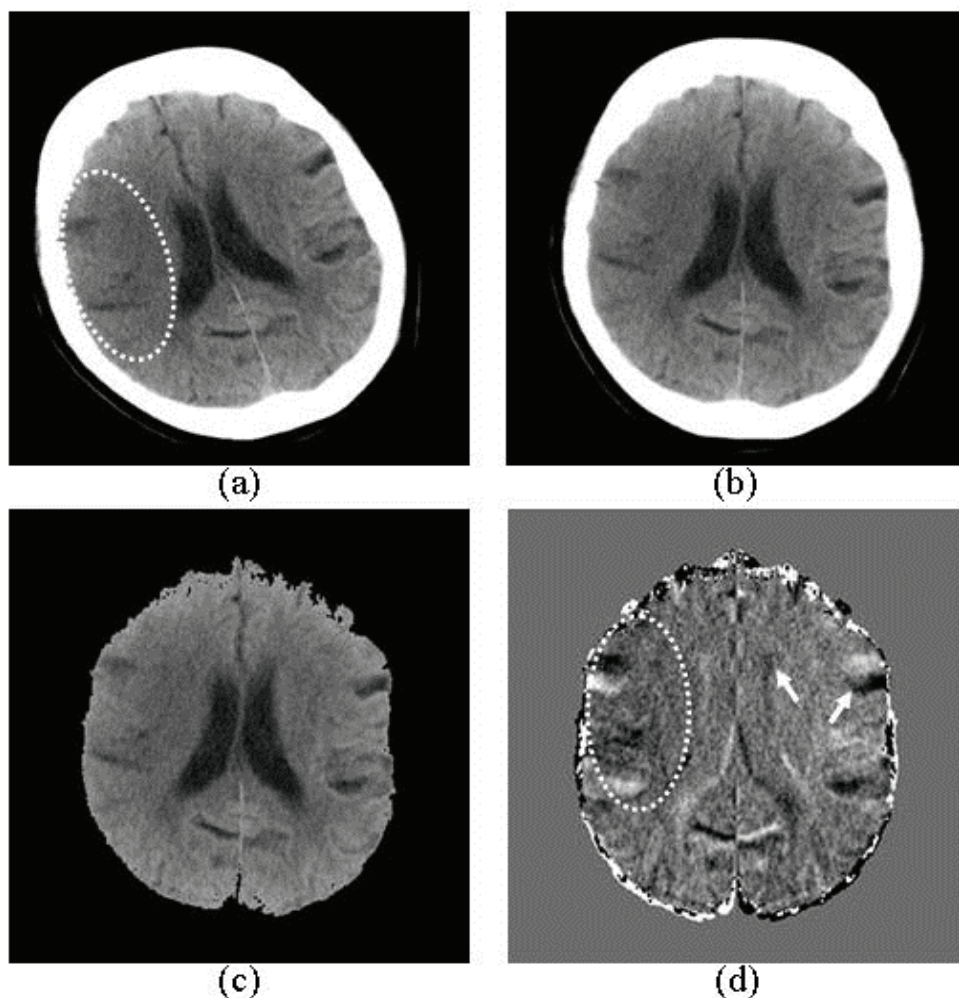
(a) オリジナル画像, (b) 移動・回転補正画像, (c) 頭蓋骨を除去した脳領域 CT 画像および (d) 対側性差分画像. 点線は超急性期脳梗塞陰影の領域, 矢印は偽陽性陰影.
